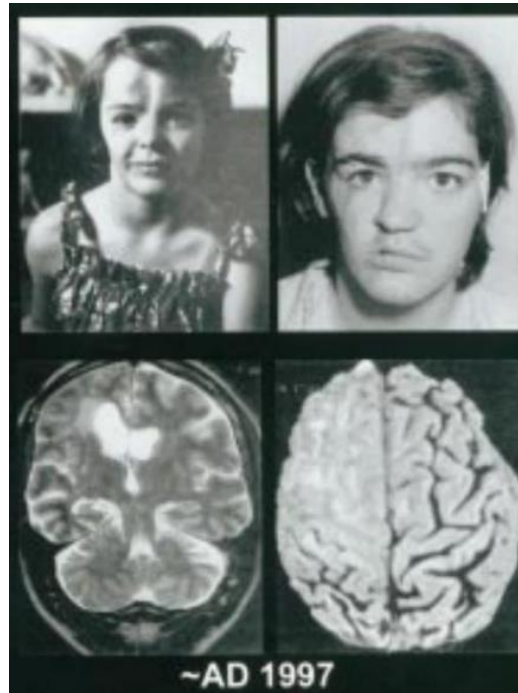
Фотографии пациентки с разницей в 20 лет с прогрессирующей гемиатрофией лица справа. На МРТ очаги гиперинтенсивности в белом веществе [91]
